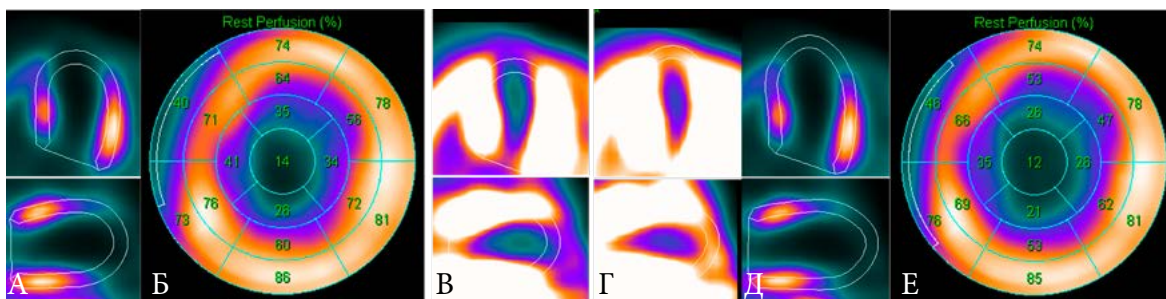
Демонстрация ручного оконтуривания томосцинтиграмм ЛЖ при наличии аневризмы под контролем усиленного окна. А. Автоматическое оконтуривание. Б. Полярная карта после автоматического оконтуривания, средний объем полости – 172 мл. В. Демонстрация неправильного обведения в автоматическом режиме. Г. Правильное обведение в ручном режиме. Д. Вид оконтуривания в стандартном окне. Е. Полярная карта после ручного оконтуривания, правильный средний объем полости – 253 мл
